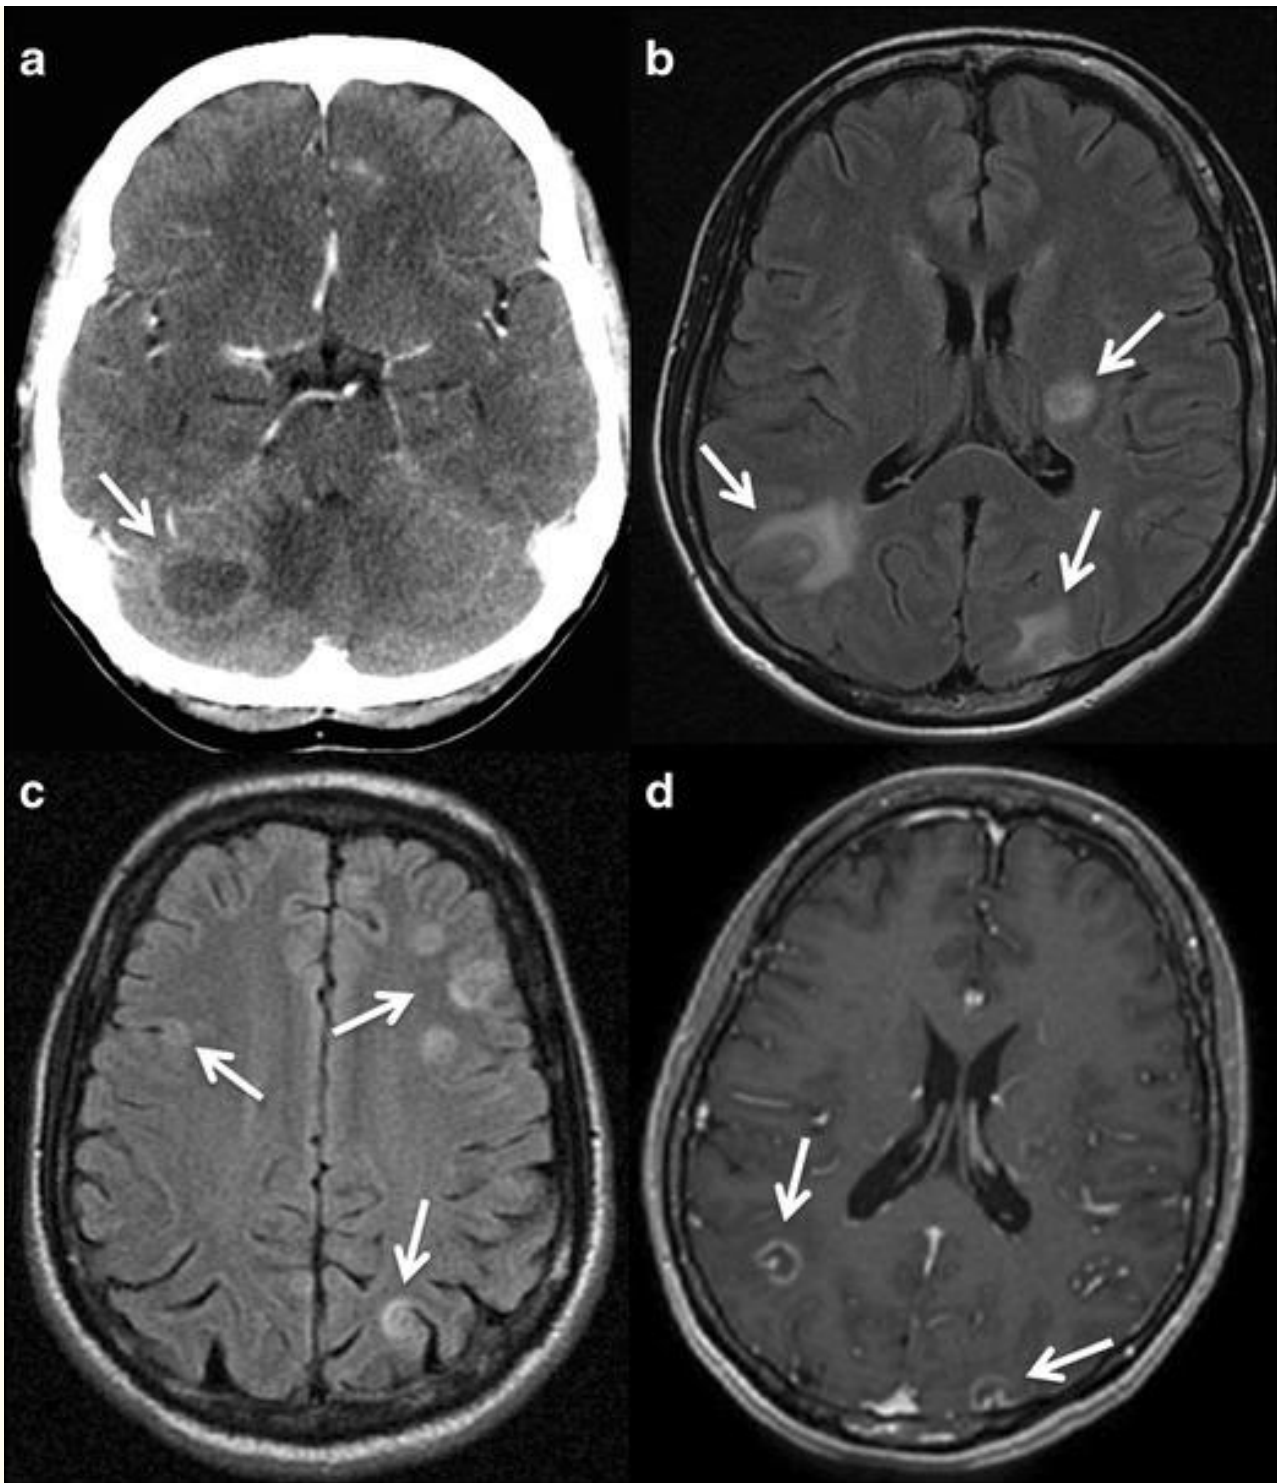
Toxoplasmosis intracraneal en un paciente de 45 años con sida. a. La TC con contraste muestra una lesión hipoatenuante con realce en anillo en el hemisferio derecho del cerebelo (flecha). b y c imágenes de RM de recuperación de inversión de líquido atenuada axial que muestra múltiples lesiones cerebrales predominantemente localizados en la unión de materia gris-blanco, con suave masa-efecto y algunos de ellos con edema circundantes (flechas). d Imagen de resonancia magnética potenciada en T1 axial potenciada con gadolinio, las lesiones (flechas) muestran realce en anillo y un pequeño nódulo excéntrico en el interior, el "signo asimétrico del objetivo", que sugiere toxoplasmosis
